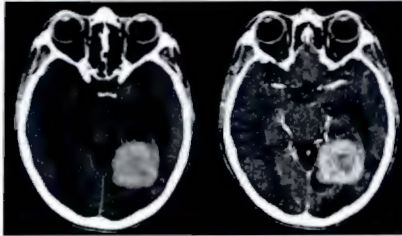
Tomografía Axial Computada de Cráneo en fase simple y contrastada, con presencia de lesión hiperdensa lobulada, en región temporo-occipital medial izquierda, sin reforzamiento significativo, con áreas de necrosis central y edema cerebral circundante.
